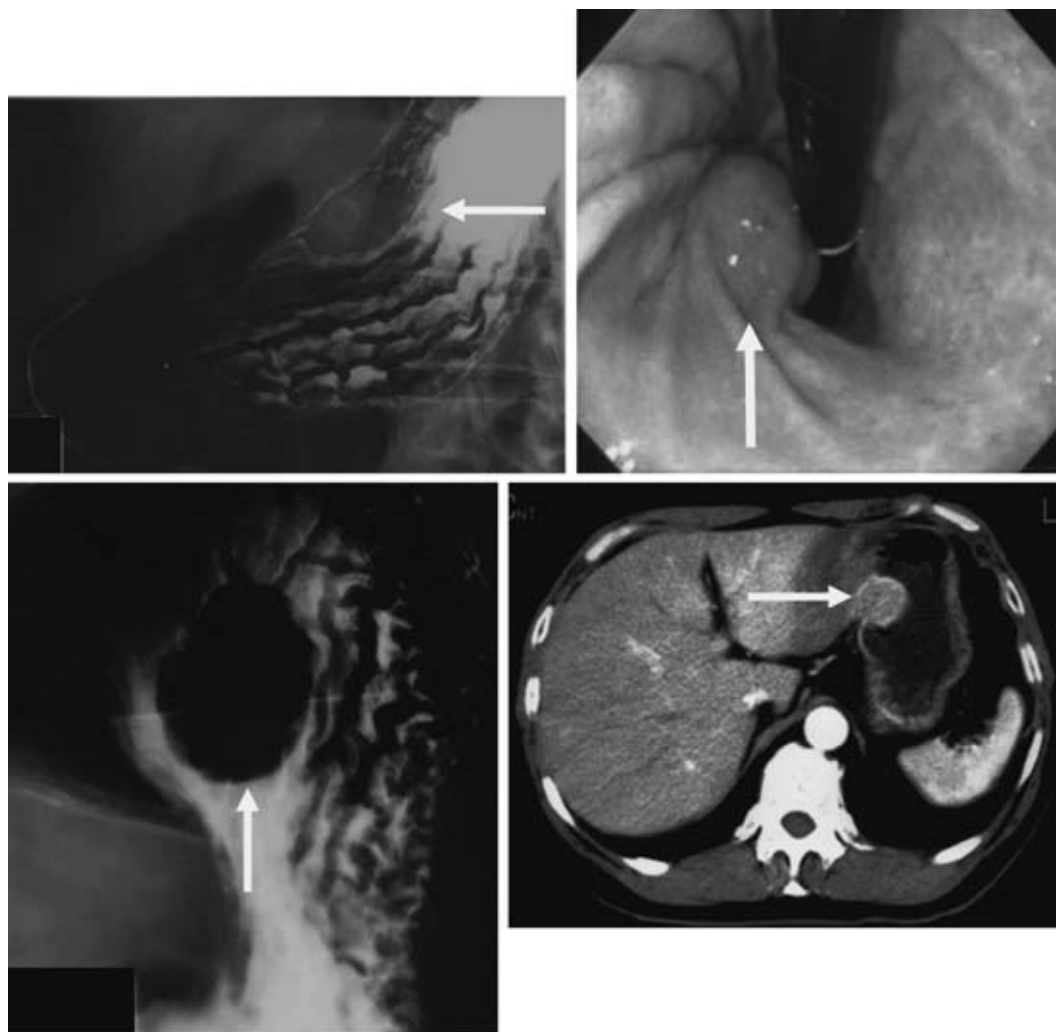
50歳, 男性, 胃 GIST の症例. Upper GIS (左上, 左下) および FGS (右上) から胃体上部, 前壁, 小弯側寄りに, 約 5cm 大の典型的な粘膜下腫瘍 (「→」で示す) と診断され, また CT (右下) により胃内腔に発育する (「→」で示す) Intraluminal type と診断される.
